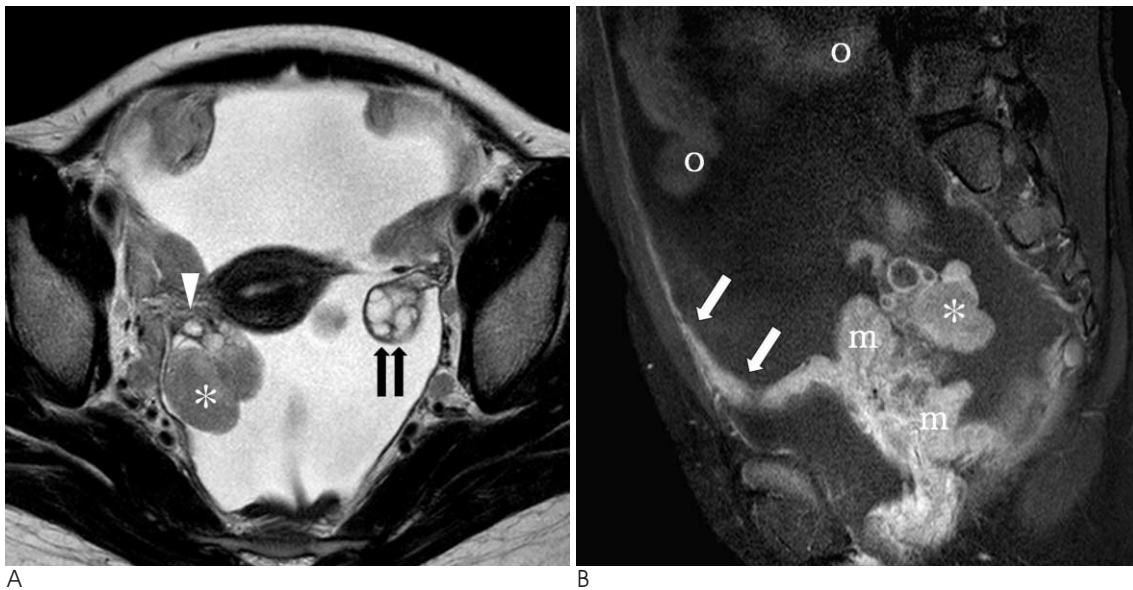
MRI findings of small cell carcinoma in a 12-year-old girl.
